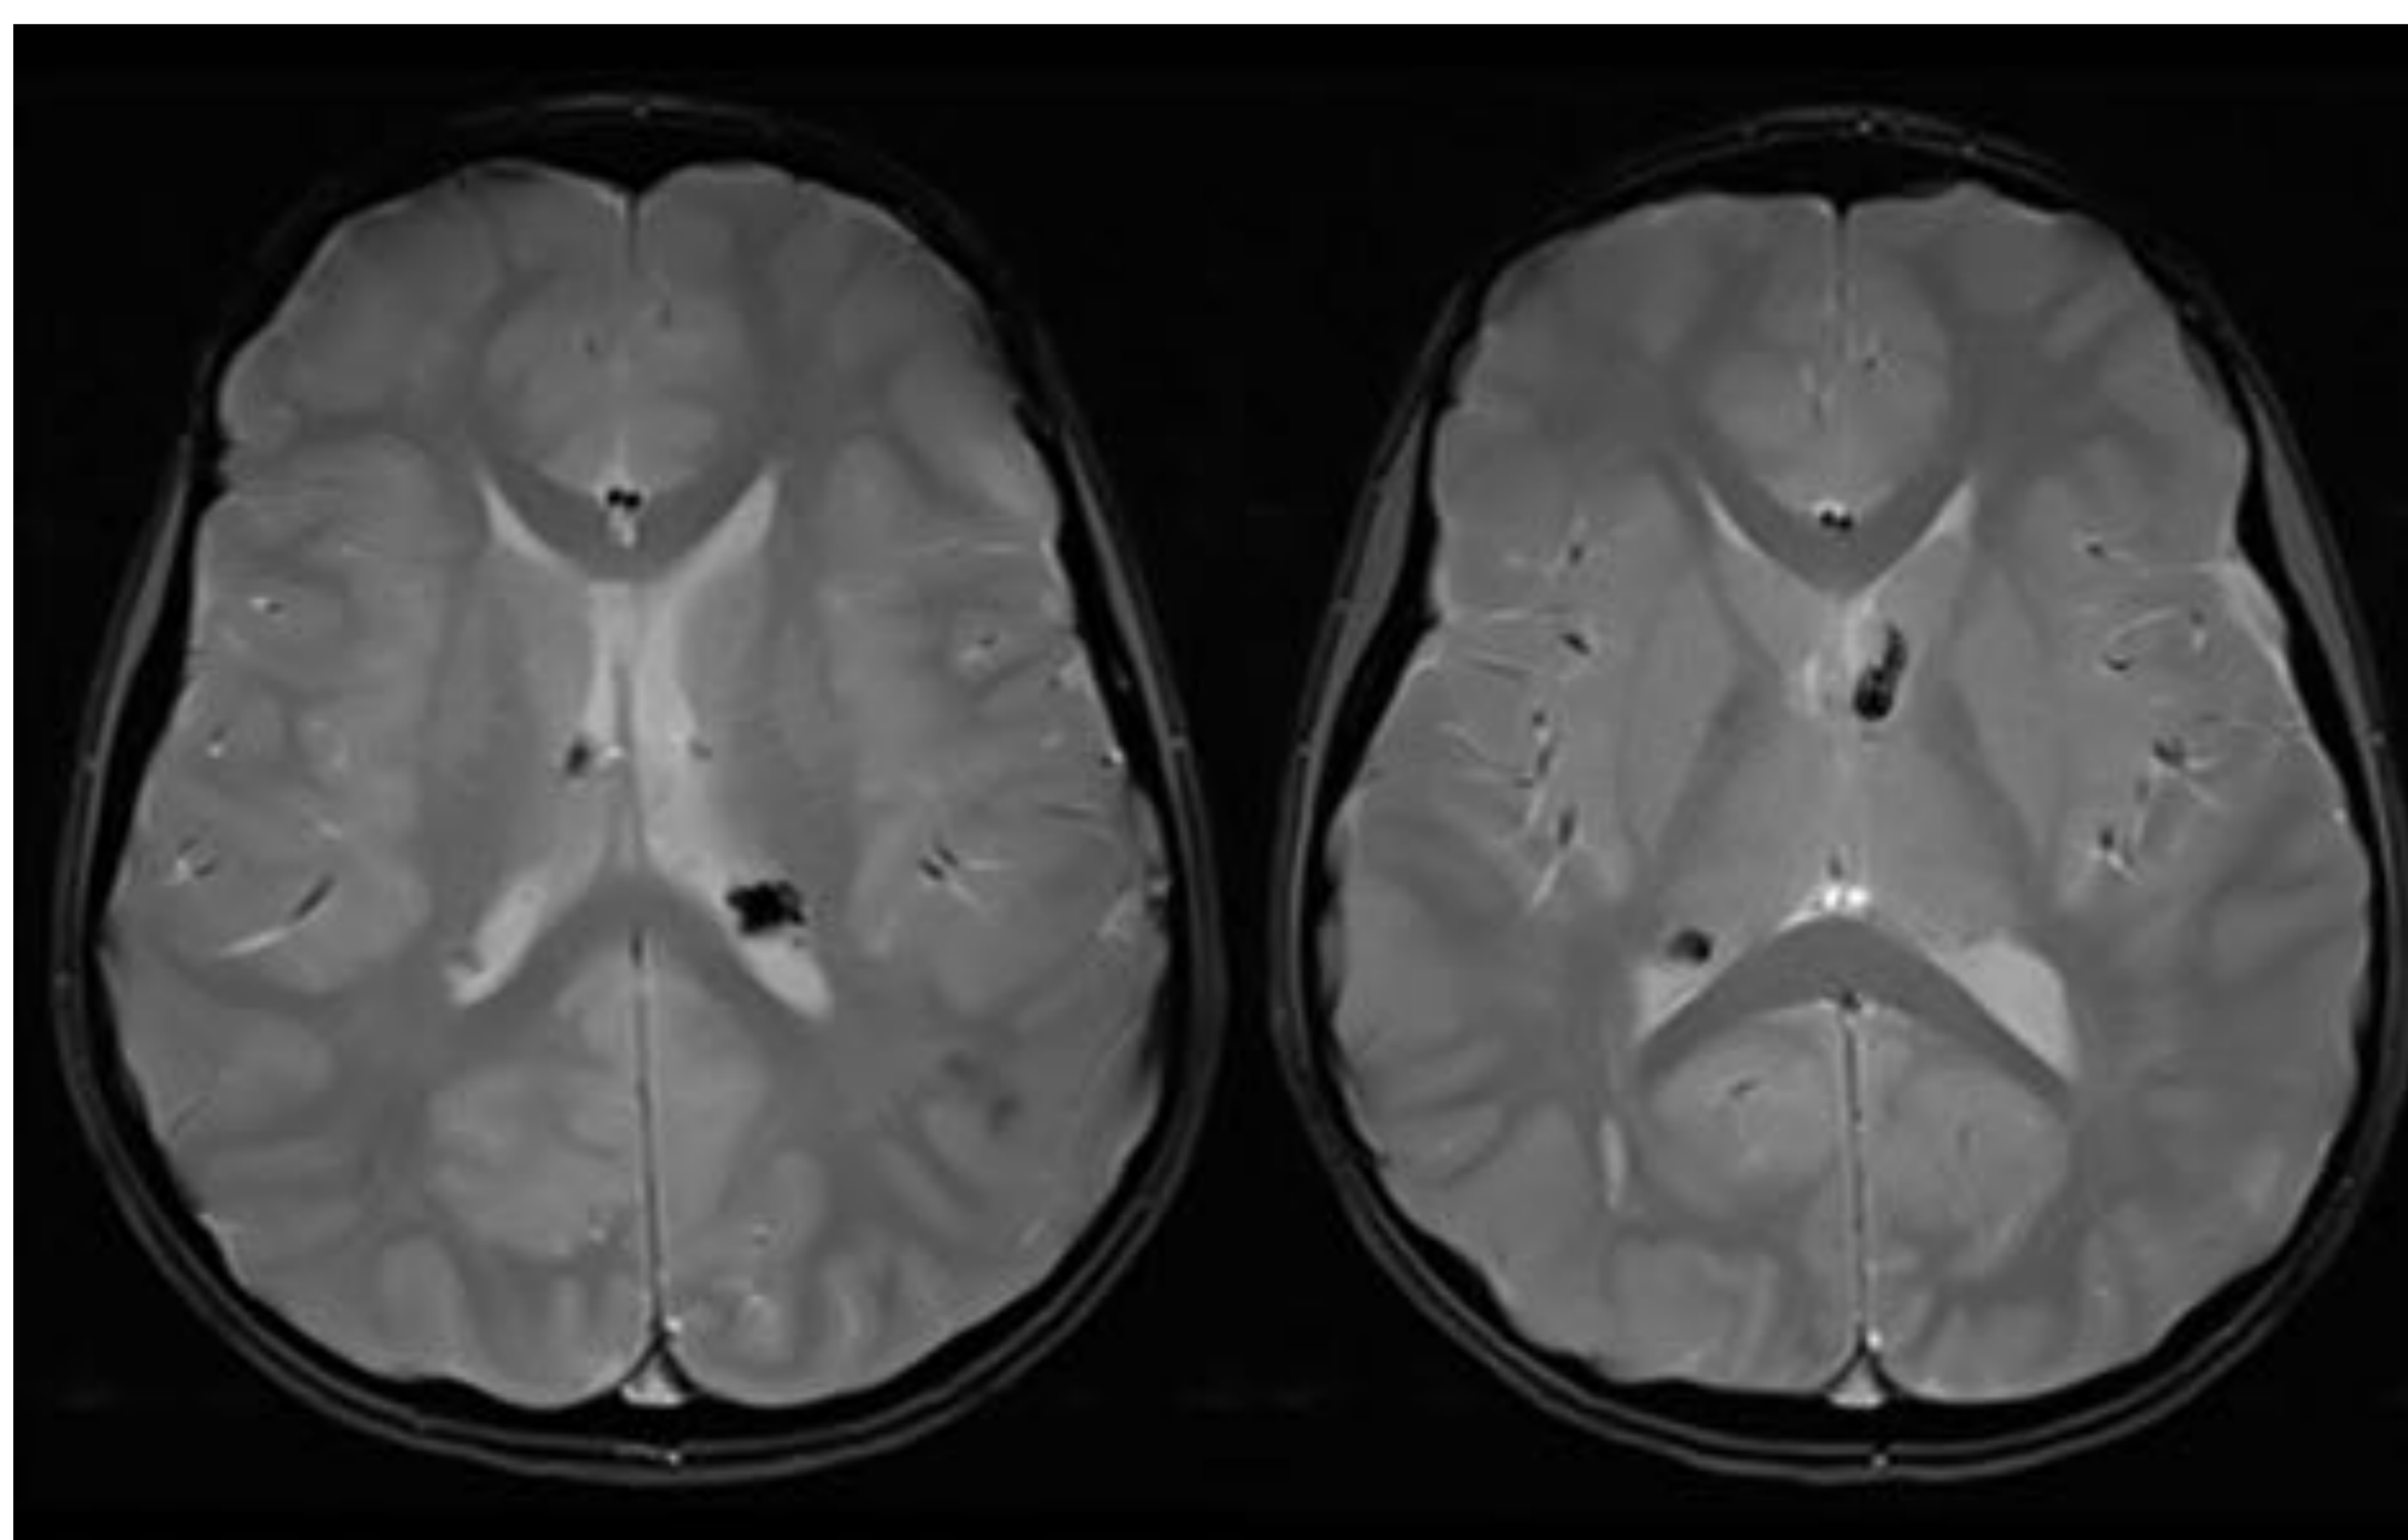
Misma paciente. RM cerebral secuencia axial T2 eco-gradiente que muestra varios nódulos subependimarios en ambos ventrículos laterales.
